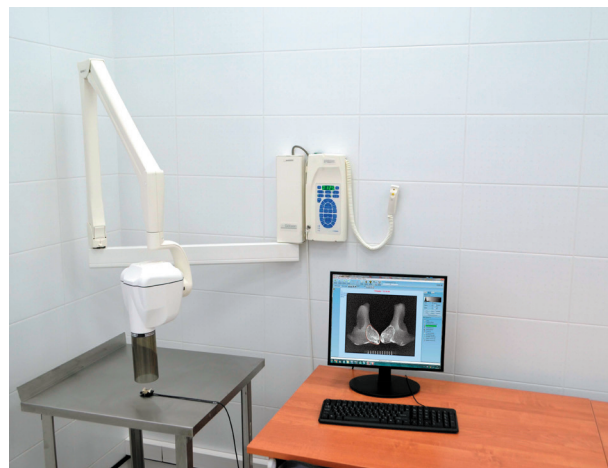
Радиовизиограф с выводом рентгенограммы на монитор
